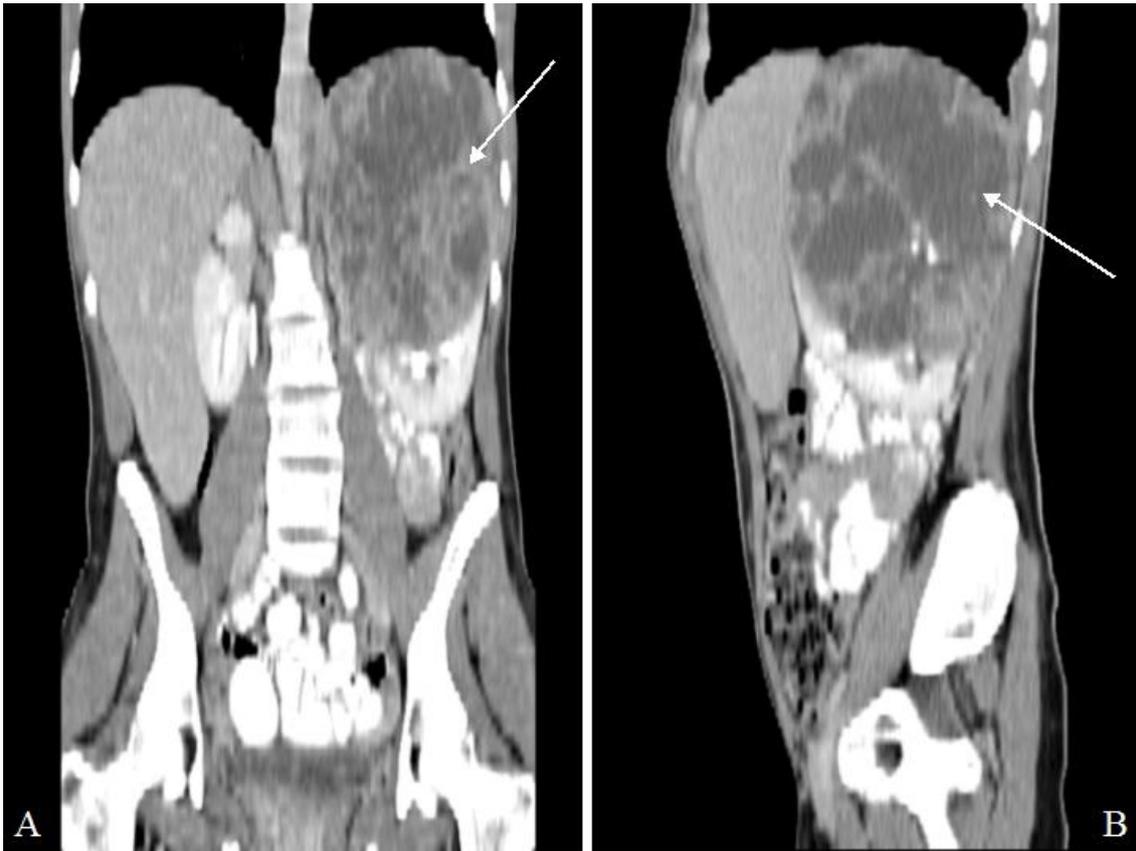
Cortes frontal (a) y sagital (b) de TAC en los que se aprecia la neoformación descrita (flechas).
